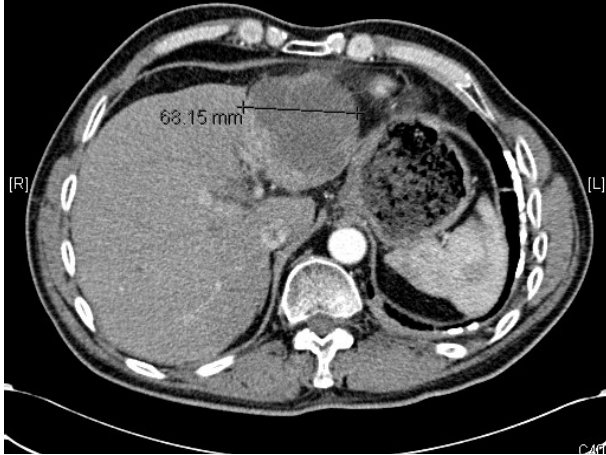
Follow-up CT scan, taken one month after the completion of localized CCRT, shows marked decrease in the tumor size.
